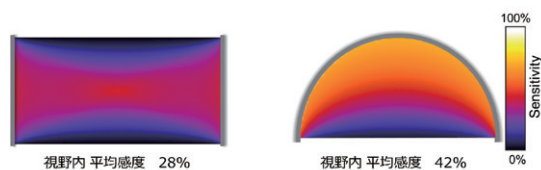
検出器配置を円筒型(左), 半球型(右)にした場合のPET撮像視野内の平均感度をシミュレーションにより算出したところ、半球状で1.5倍高いことが分かった。
